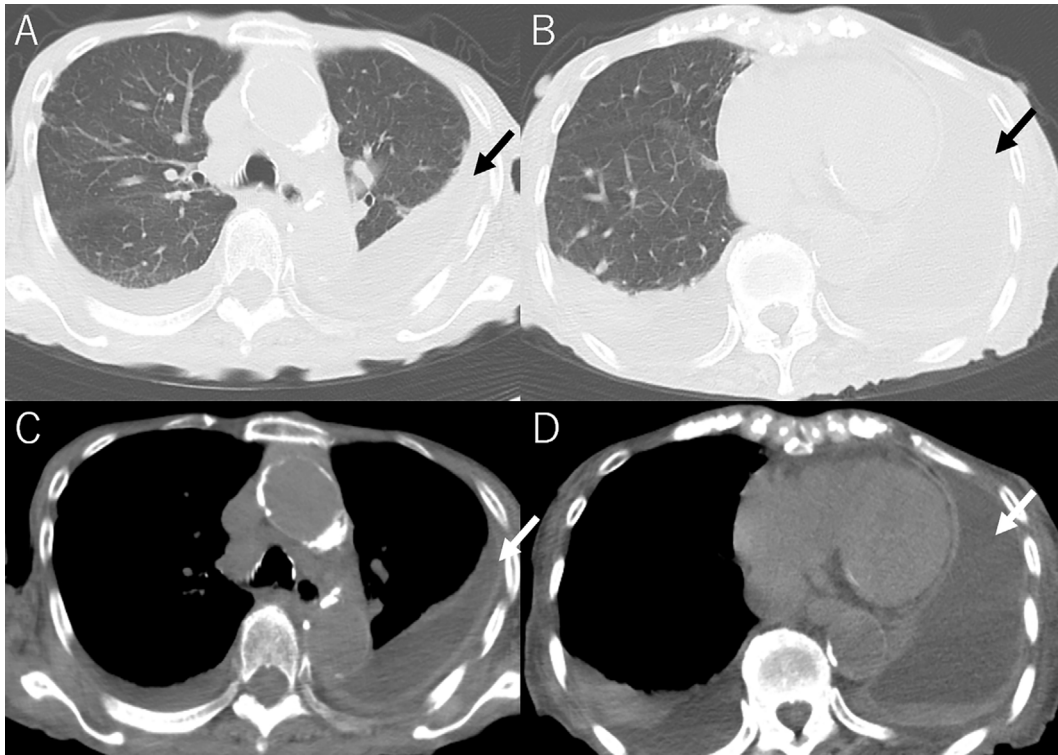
Chest CT on admission showing pleural effusion predominantly in the left lung (arrow). Pleural effusion suspected of being turbidity and heterogeneous thickening of the pleura can also be seen, but there is no evidence of pneumonia. Images A and B show the lung window, and images C and D show the plain mediastinal window.
